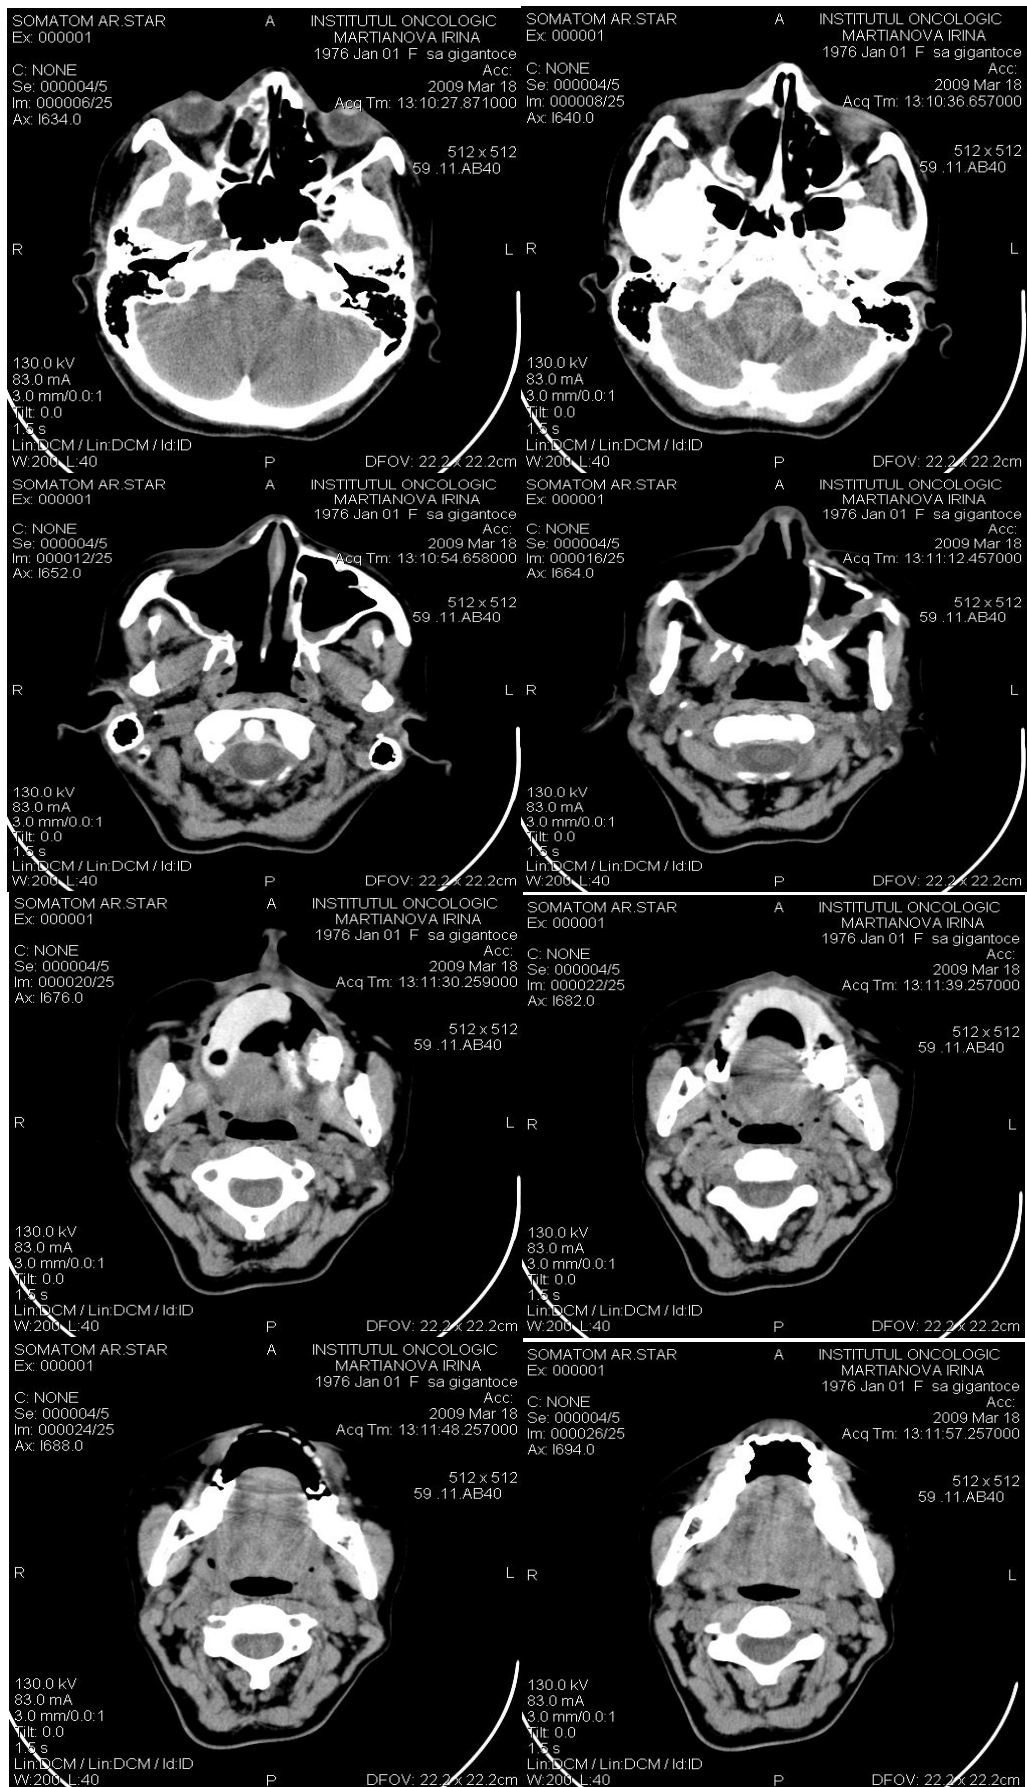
Urmeaza acelas caz clinic, analiza tomografica ale aceleesi paciente dupa tratamentul protetic. Se observa obturarea partiala a defectului Placa articuleaza ocluzal cu dintii de la mandibula.
